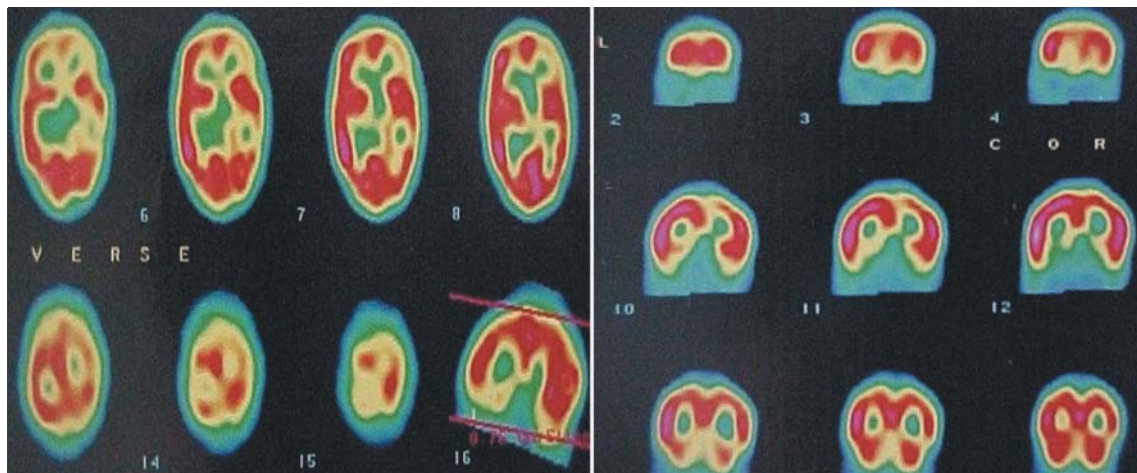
A - SPECT apresentando hipoconcentração do radiofármaco no córtex frontal, córtex temporal e núcleos da base; B - SPECT apresentando hipoconcentração do radiofármaco no córtex frontal esquerdo.
